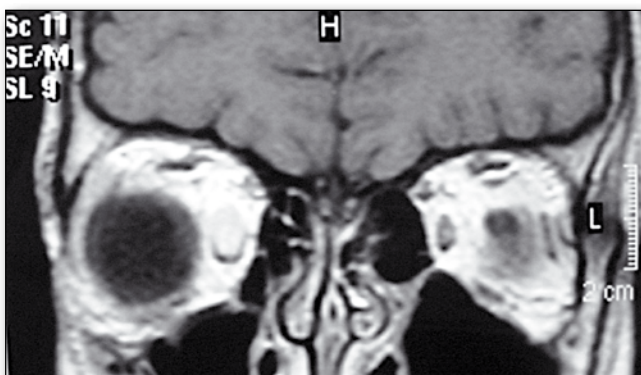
MRI oczodołów przed leczeniem, przekrój horyzontalny. Widoczne znacznego stopnia pogrubienie mięśnia prostego przyśrodkowego po stronie prawej. Brak zajęcia innych tkanek oczodołu.
